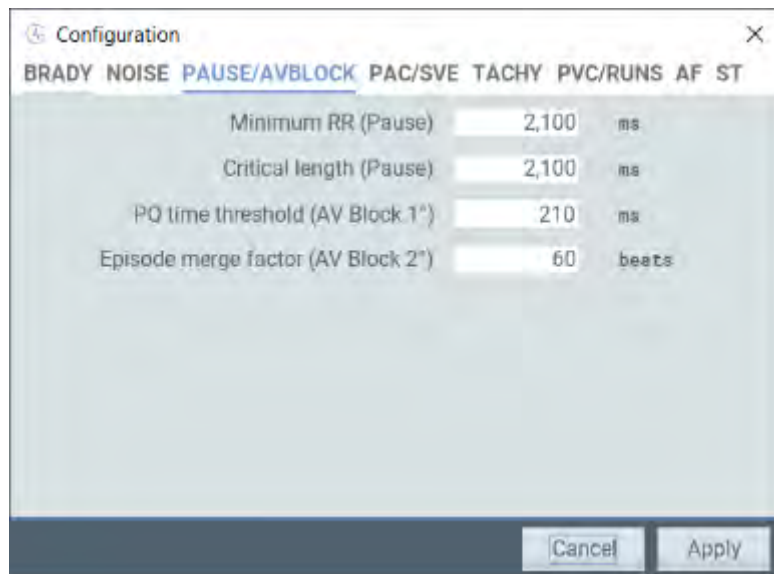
Налаштування паузи та блокування аудіо/відео
